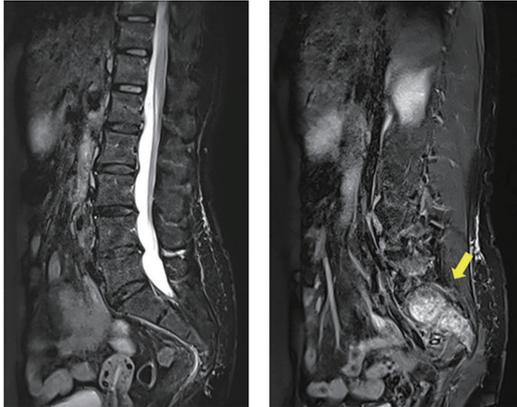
前医での腰椎 MRI 像 仙骨骨折 (+)
